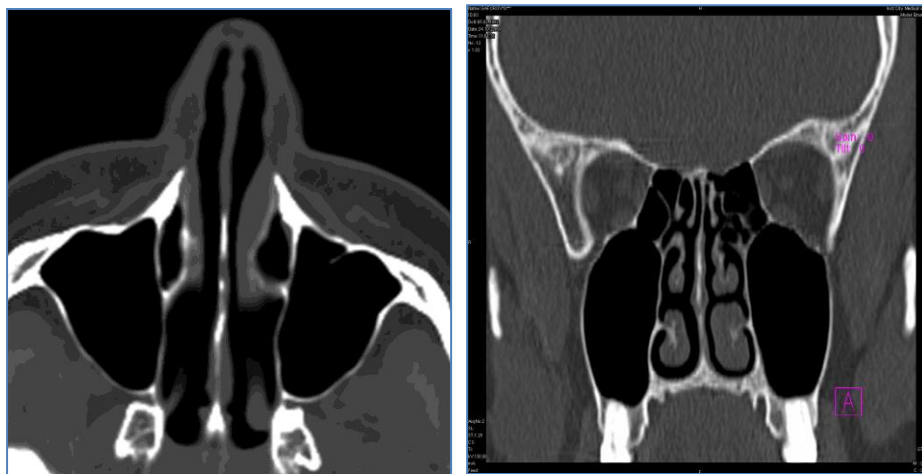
КТ носа и ОНП через 6 месяцев после операции. (участки просветления на перегородке носа соответствуют местам резекции костной или хрящевой ткани перегородки).
